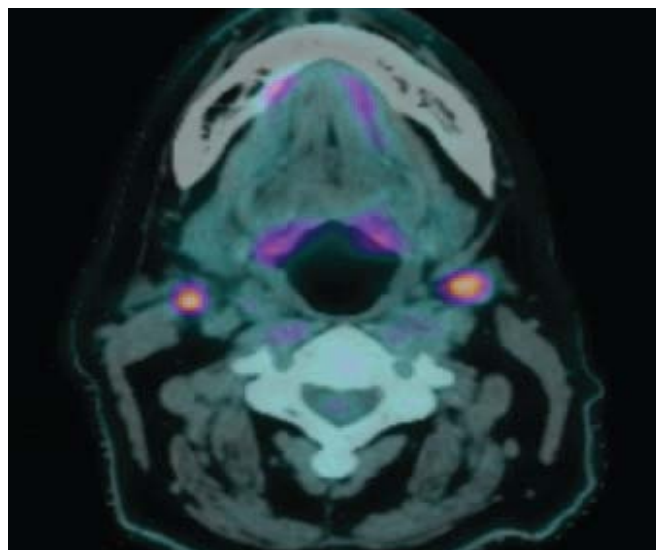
PET scan en coupe axiale
